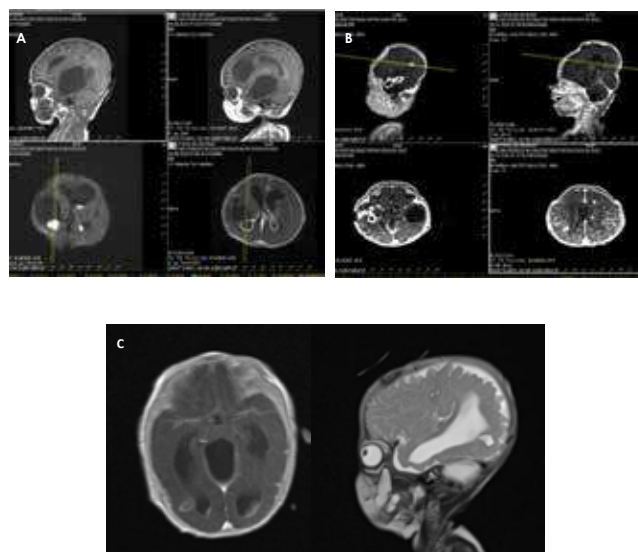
Cranial MRI images of case 1 A) before treatment B) after treatment C) Cranial MRI images of case 2
